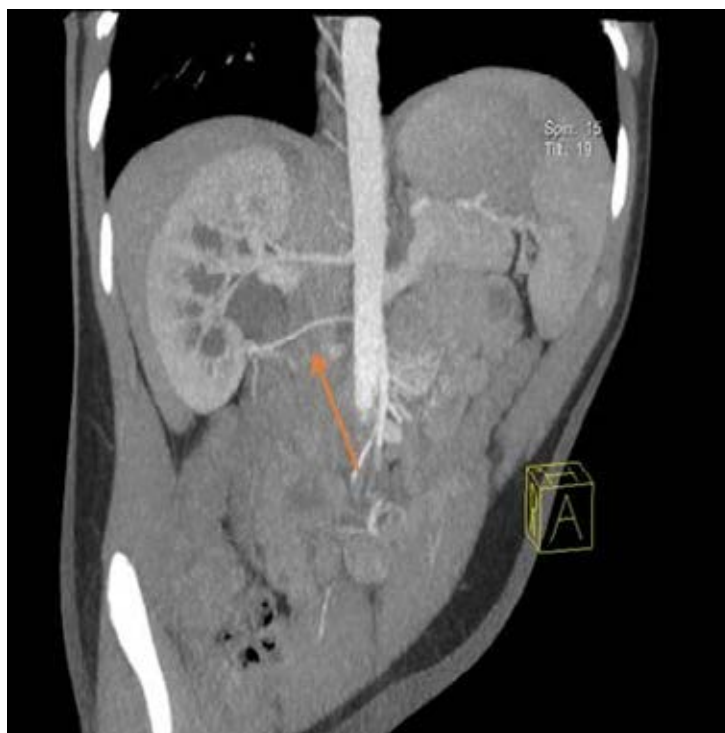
МСКТ почек с контрастированием.
